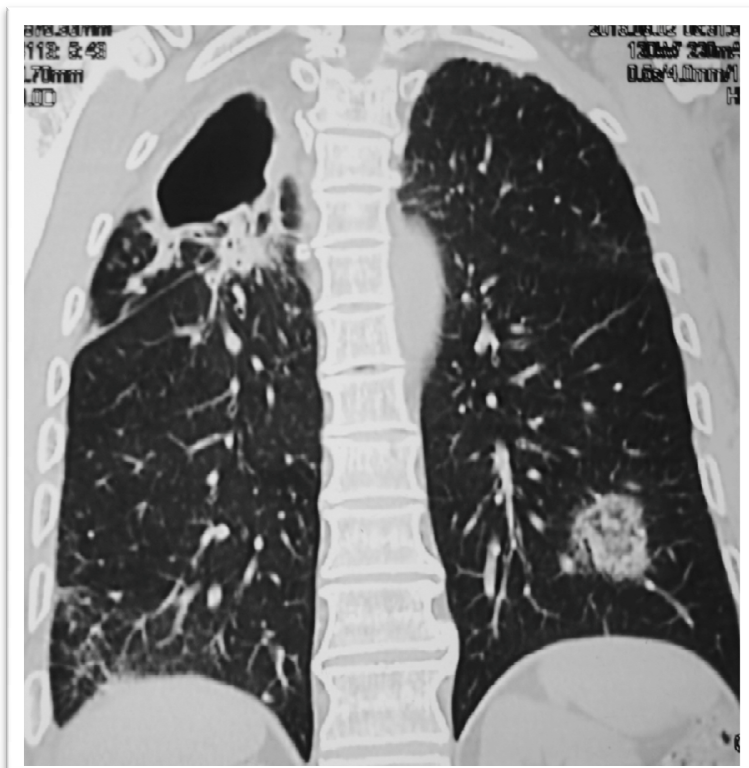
Figura N 8: TC reformateo coronal en el paciente anterior con fracaso al tratamiento, luego de 24 meses muestra: Persiste cavidad en LSD y densidad en vidrio deslustrado en LID. Han desaparecido los nódulos centrolobulillares del campo pulmonar derecho. Sin embargo existe una nueva lesión en Lóbulo inferior izquierdo, no visible en control anterior, fue catalogada como consolidación.
